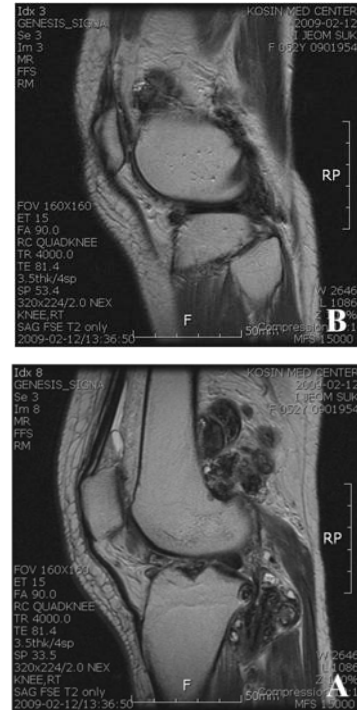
A. T2-weighted sagittal magnetic resonance image of the right knee shows a inhomogenous signal mass posterior to the femur and tibia respectively. B. The lesion was located in superior to the patella.
